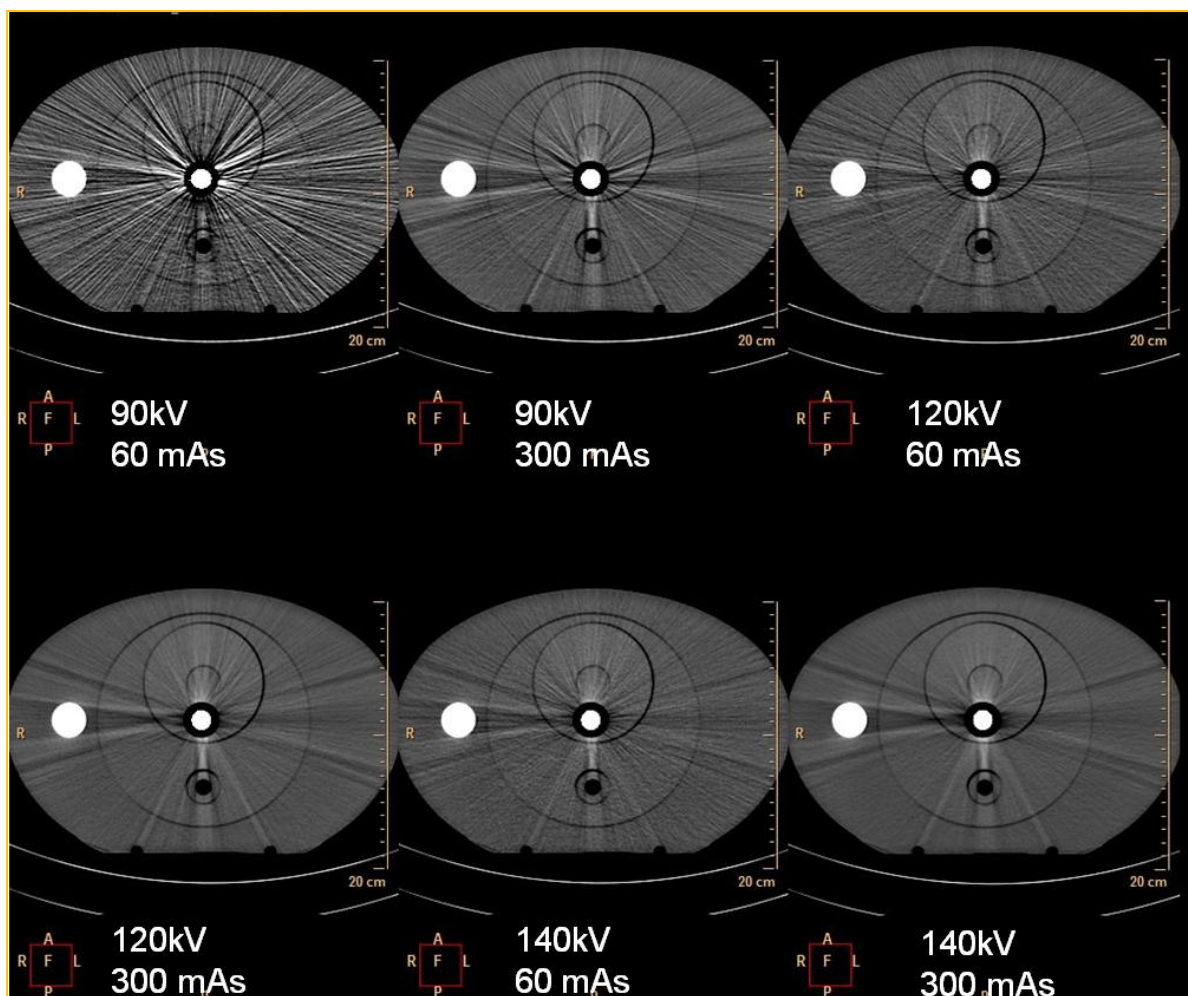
Imagens CT resultantes da variação de correntes e tensões aplicadas em fantoma com objecto metálico no interior.
